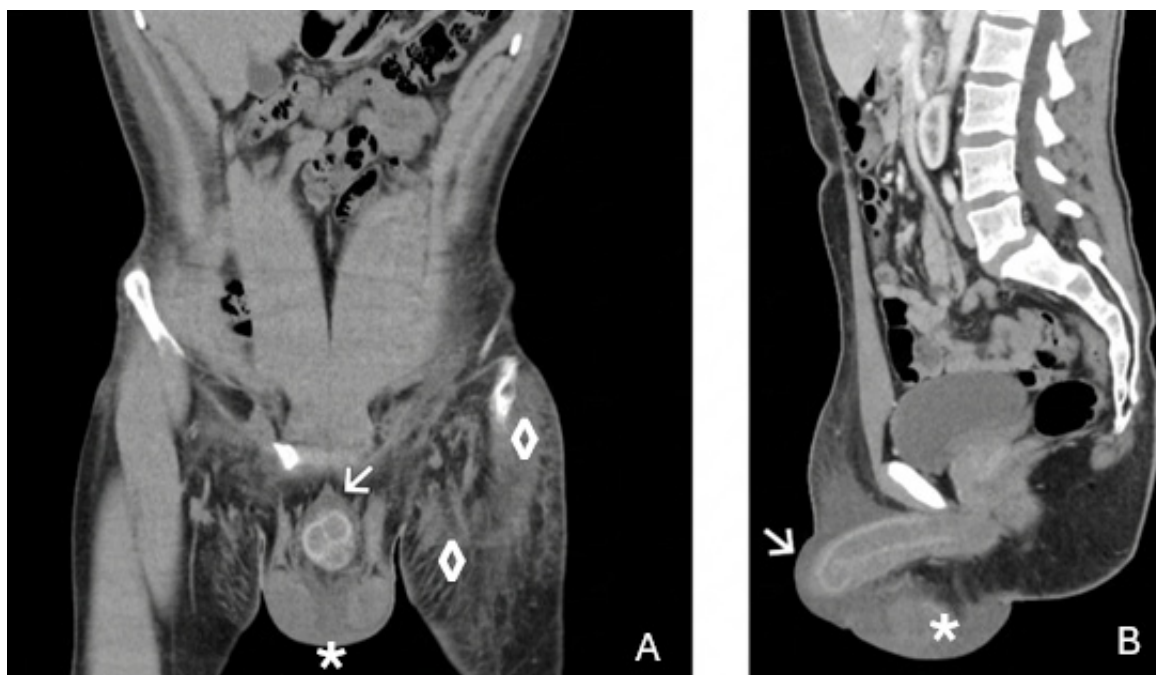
Tomografia computadorizada, em plano coronal (A; esquerda) e sagital (B; direita), da região perineal, a revelar edema do tecido celular subcutâneo peniano (→) e escrotal (*). É ainda possível ver edema muscular dos glúteos e musculatura da coxa (◊).
